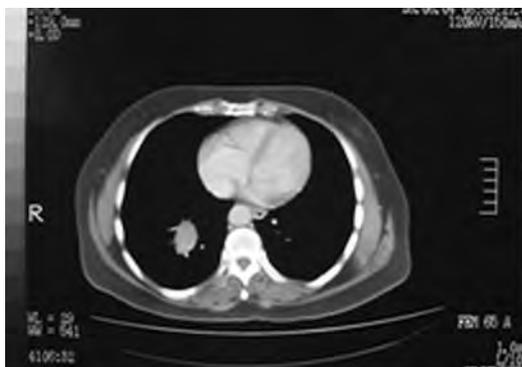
TAC Tórax. Metástasis pulmonar.
